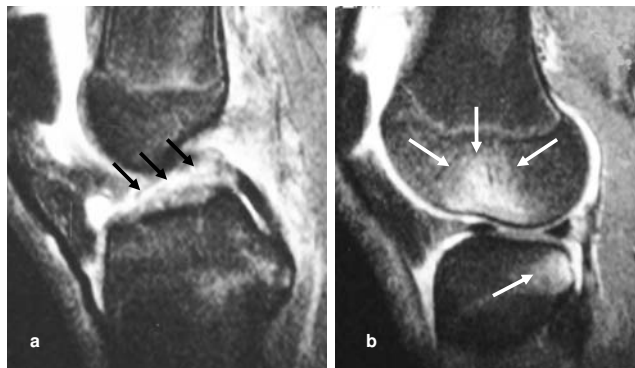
Kernspintomografischer Befund einer frischen vorderen Kreuzbandruptur. a) Kontinuitätsunterbrechung der vorderen Kreuzbandstruktur (Pfeile). b) Kontusionsödem lateraler Femurkondylus und dorsolaterales Tibiaplateau (bone bruise, Pfeile).
